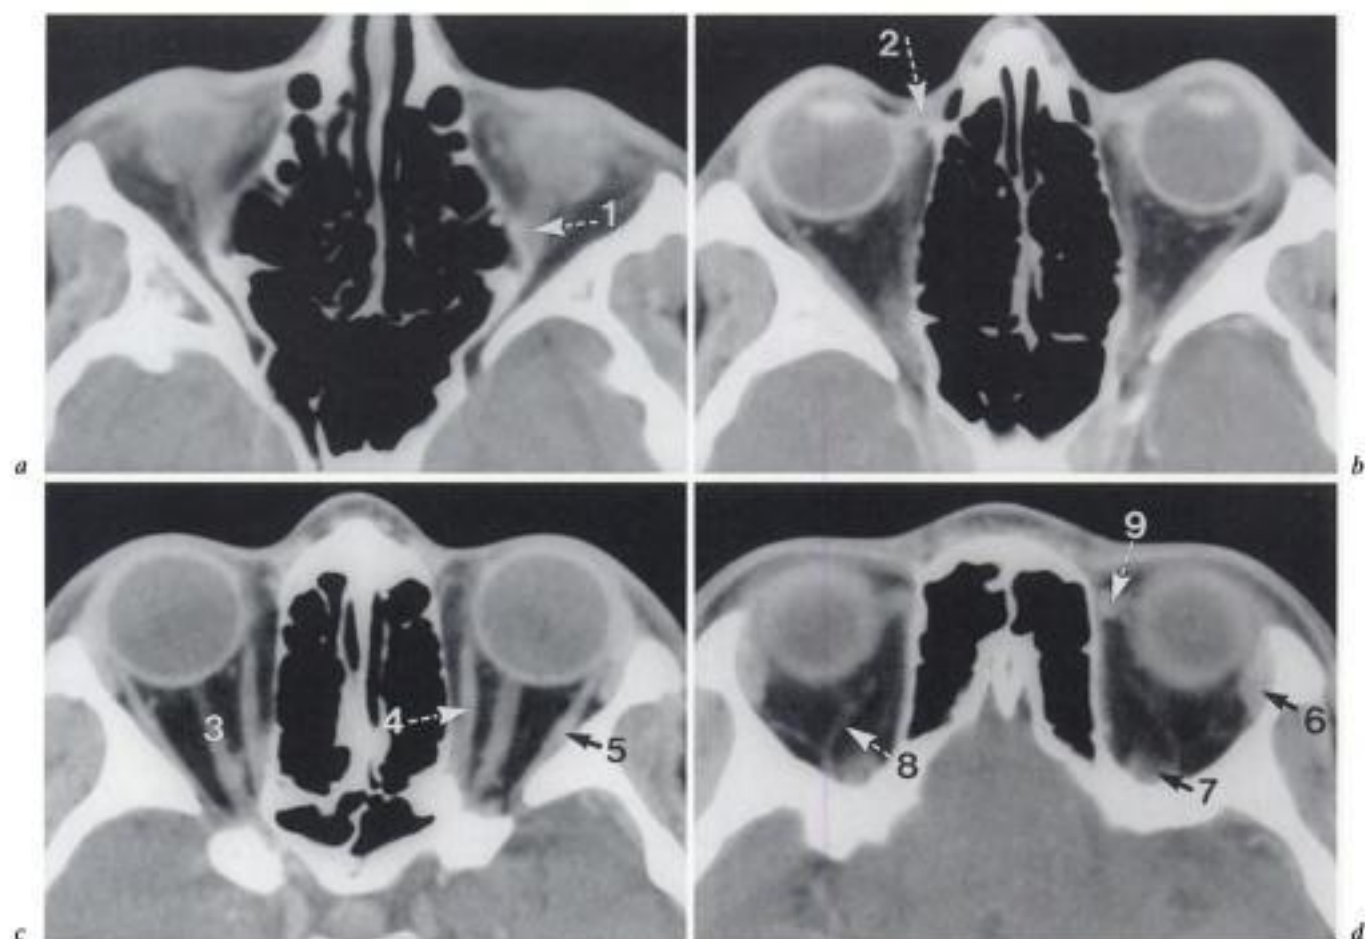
TDM transversale en fenêtre parties molles de bas en haut (a → d).
